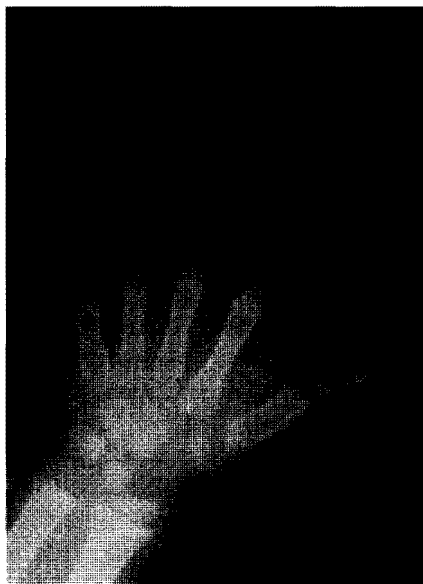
Radiografía de la mano a los 2 años y medio de edad. Obsérvese la maduración acelerada de los huesos del carpo que corresponde a una edad ósea de 6 años.
